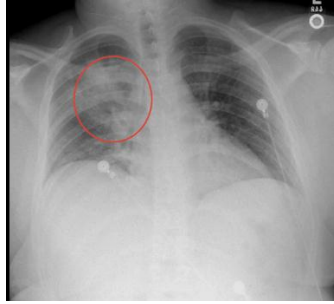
une radiographie thoracique qui montre *Streptococcus pneumoniae* [55]
